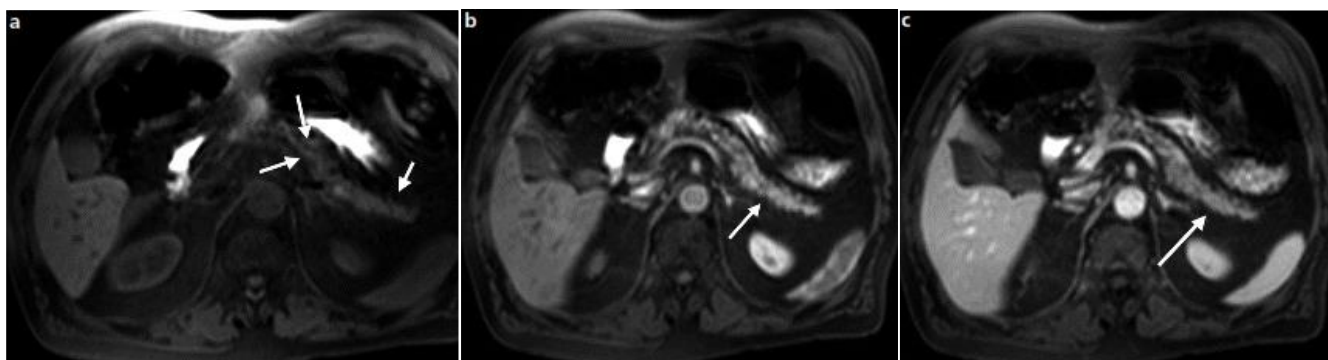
Imagens obtidas por Ressonância magnética. Para a obtenção destas imagens foi utilizada a ponderação T1 com supressão de gordura. Na sequência a verifica-se um pâncreas atrófico com baixa força de sinal. Na sequência b avalia-se a ausência de reforço do sinal na fase venosa comparativamente com o seu aumento na fase arterial na sequência c.
